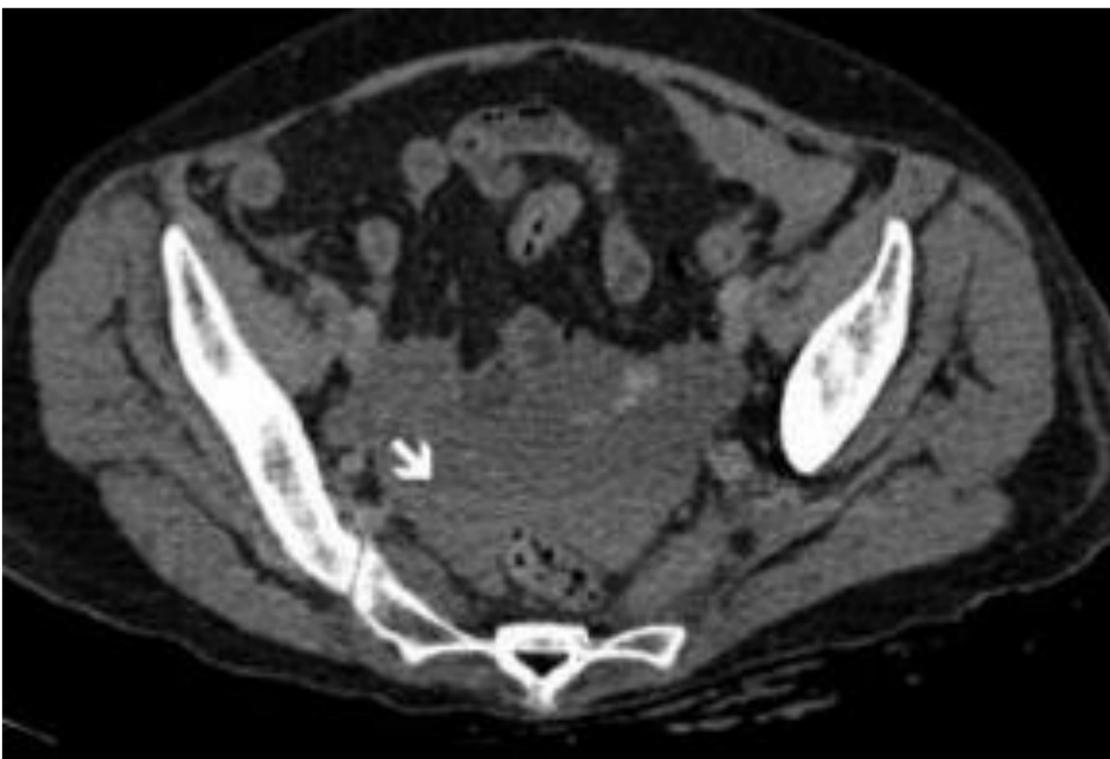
TC sin contraste que evidencia el efecto hematocrito en pelvis (sangre coagulada), por evento traumático días previos.
